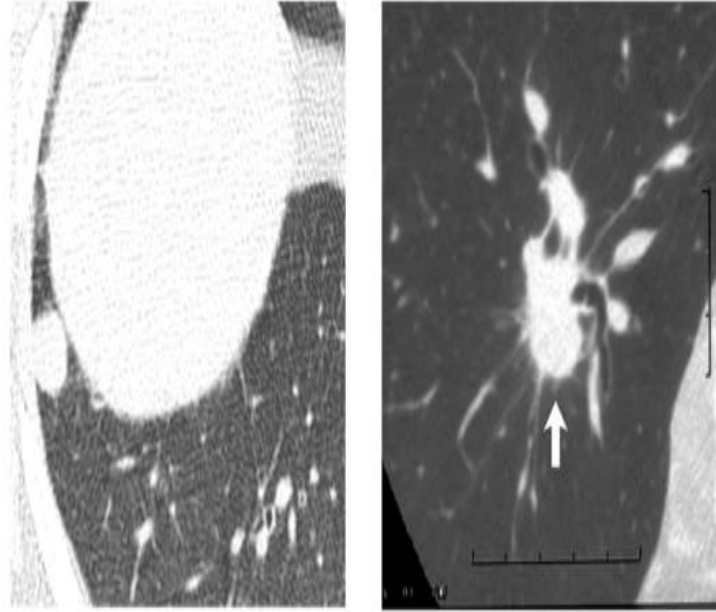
Nodül tespitli akciğer BT görüntüsü (Rubin, 2015).
